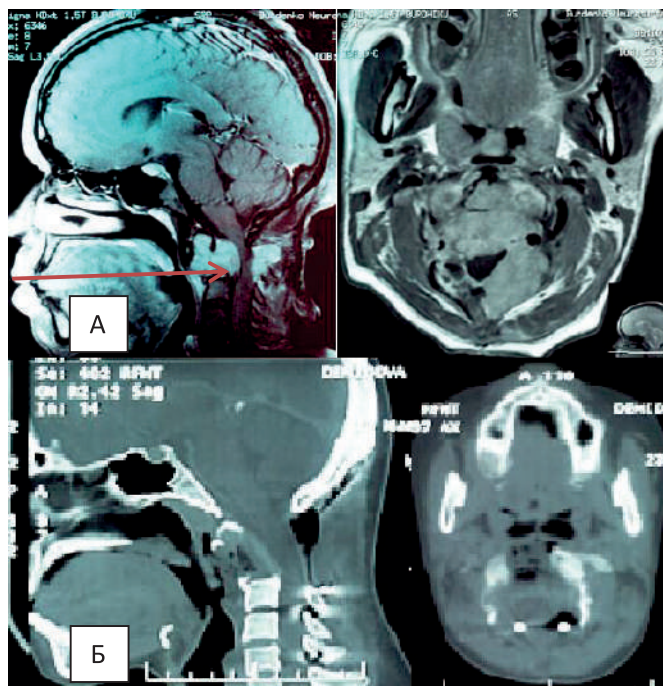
Гигантская опухоль C1-C2 позвонков с грубой компрессией спинного мозга, нестабильность краниовертебрального сочленения. Тетраплегия и нарушение спонтанного дыхания. А – МРТ до операции. Грубая компрессия опухолью продолговатого и верхних отделов спинного мозга на уровне C1-C2 позвонков. Красной стрелкой указано направление трансорального доступа. Деструкция C1 и C2 позвонков. Б – СКТ 8 суток после операции. Опухоль удалена радикально. Полная декомпрессия продолговатого и спинного мозга. Полный регресс неврологической симптоматики
